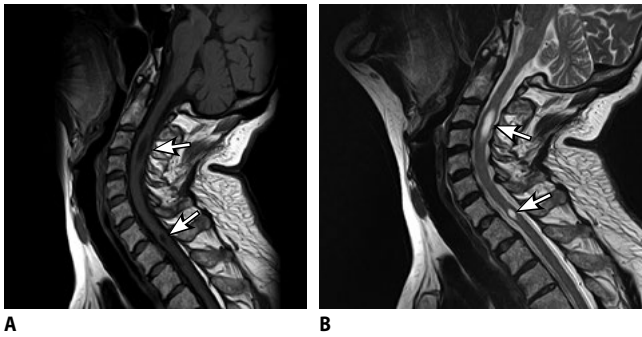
МРТ шейного отдела позвоночника пациентки Е. (А – режим T1; В – режим T2). На снимках видны кистозные полости в спинном мозге на уровне C2-C4 и Th1 позвонков
